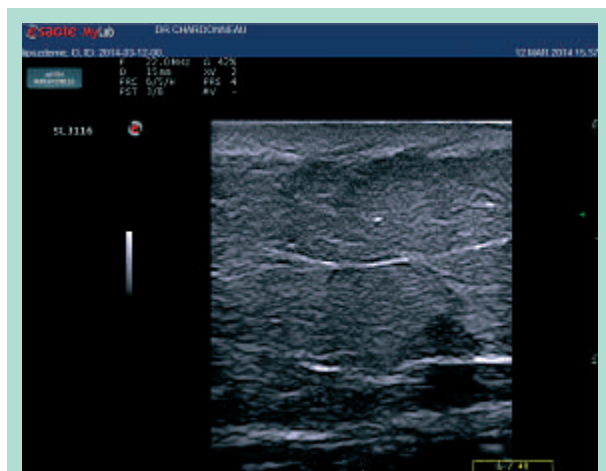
Échographie de haute résolution d'un lipœdème.
